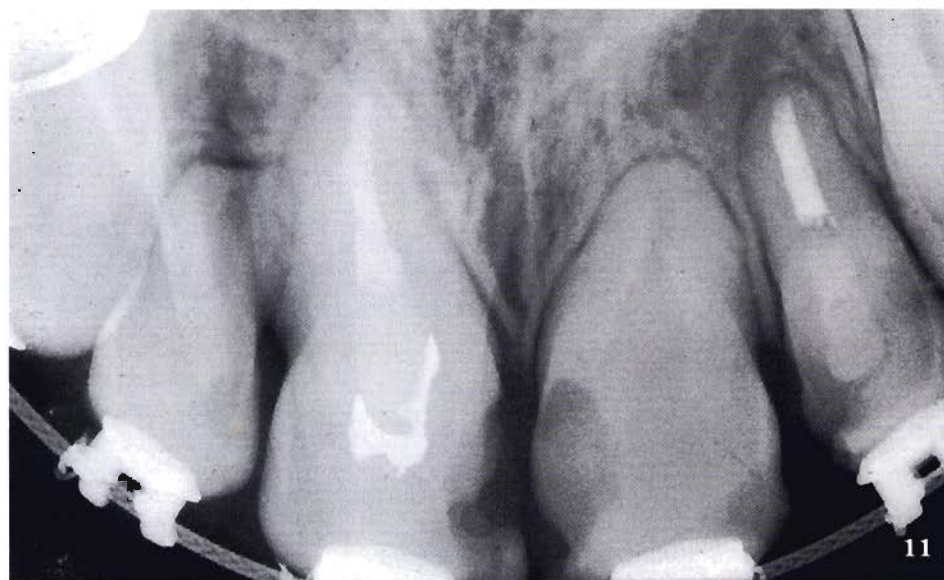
Controlli radiografici del riassorbimento sul 1.2.
